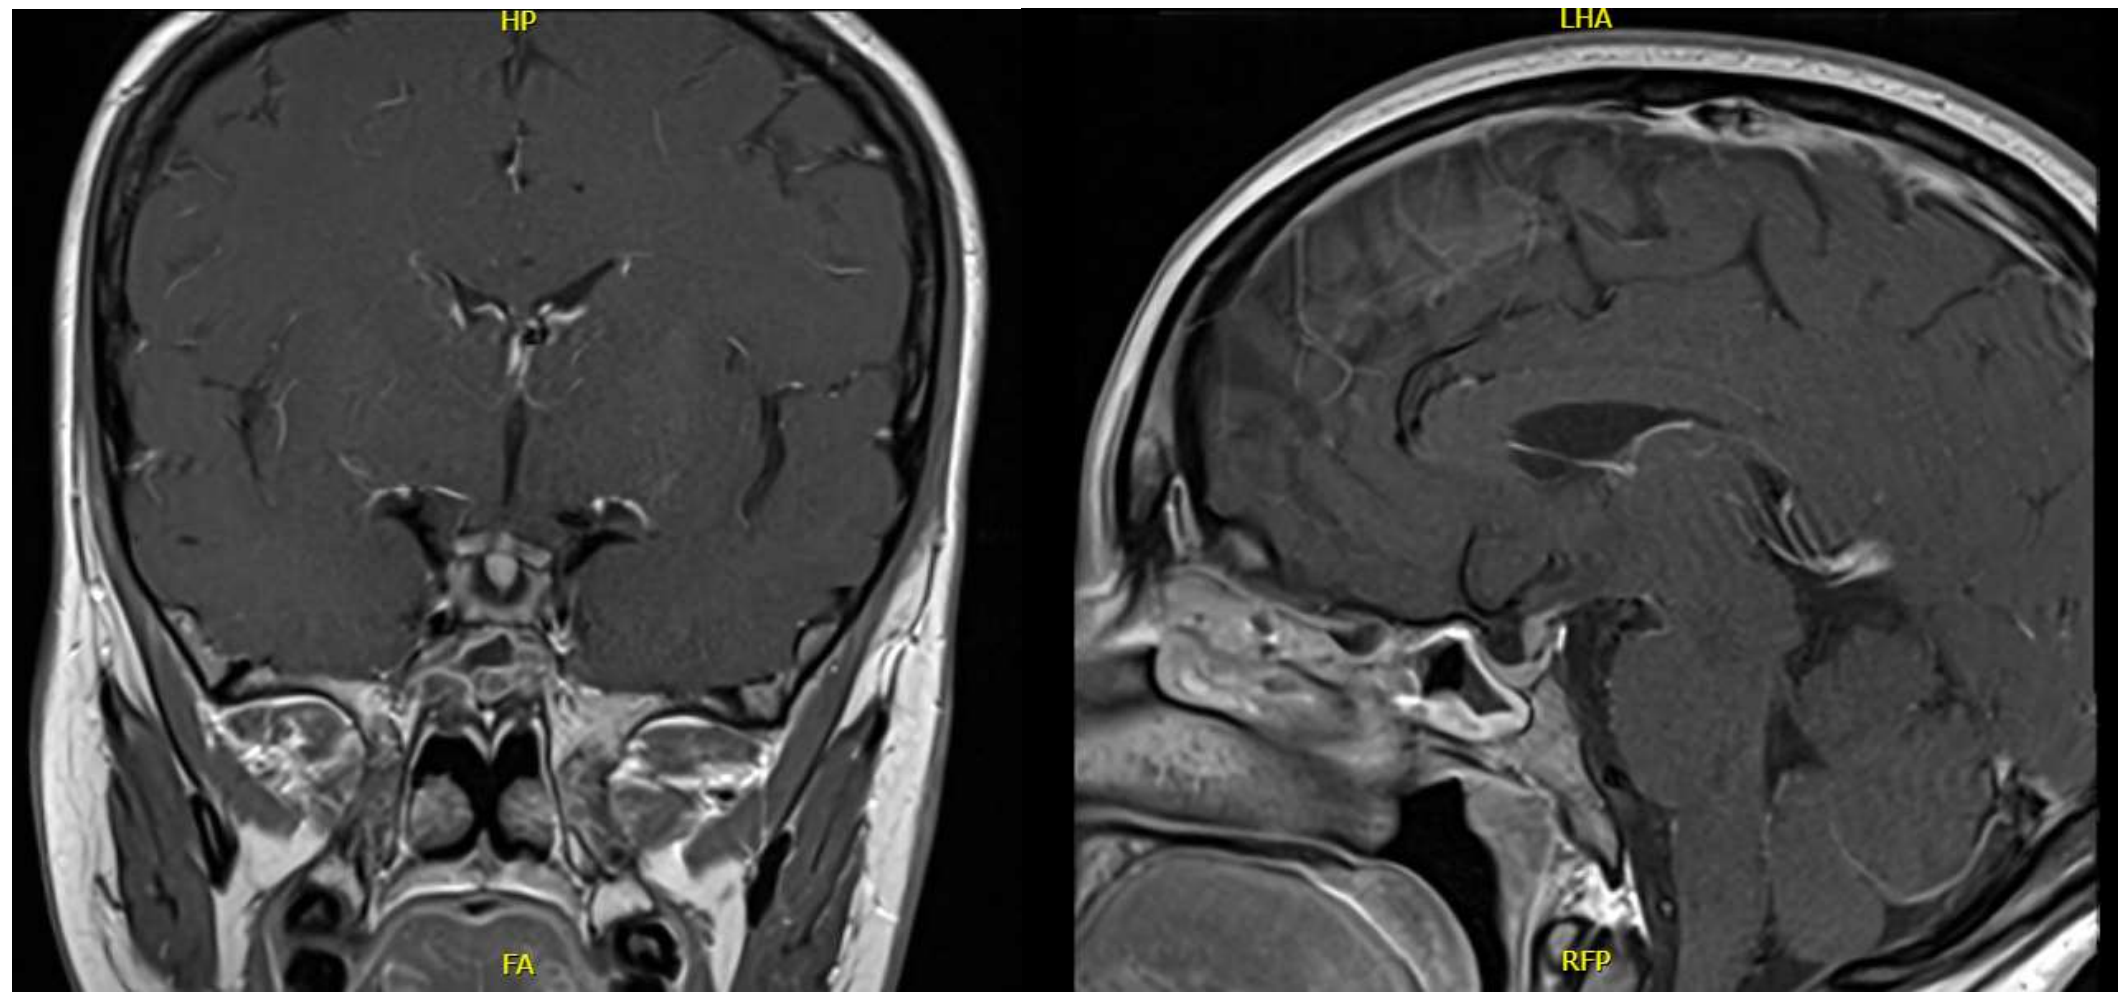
RM sella turcica coronale e sagittale senza e con m.d.c. di controllo a 2 anni dall'esordio.
